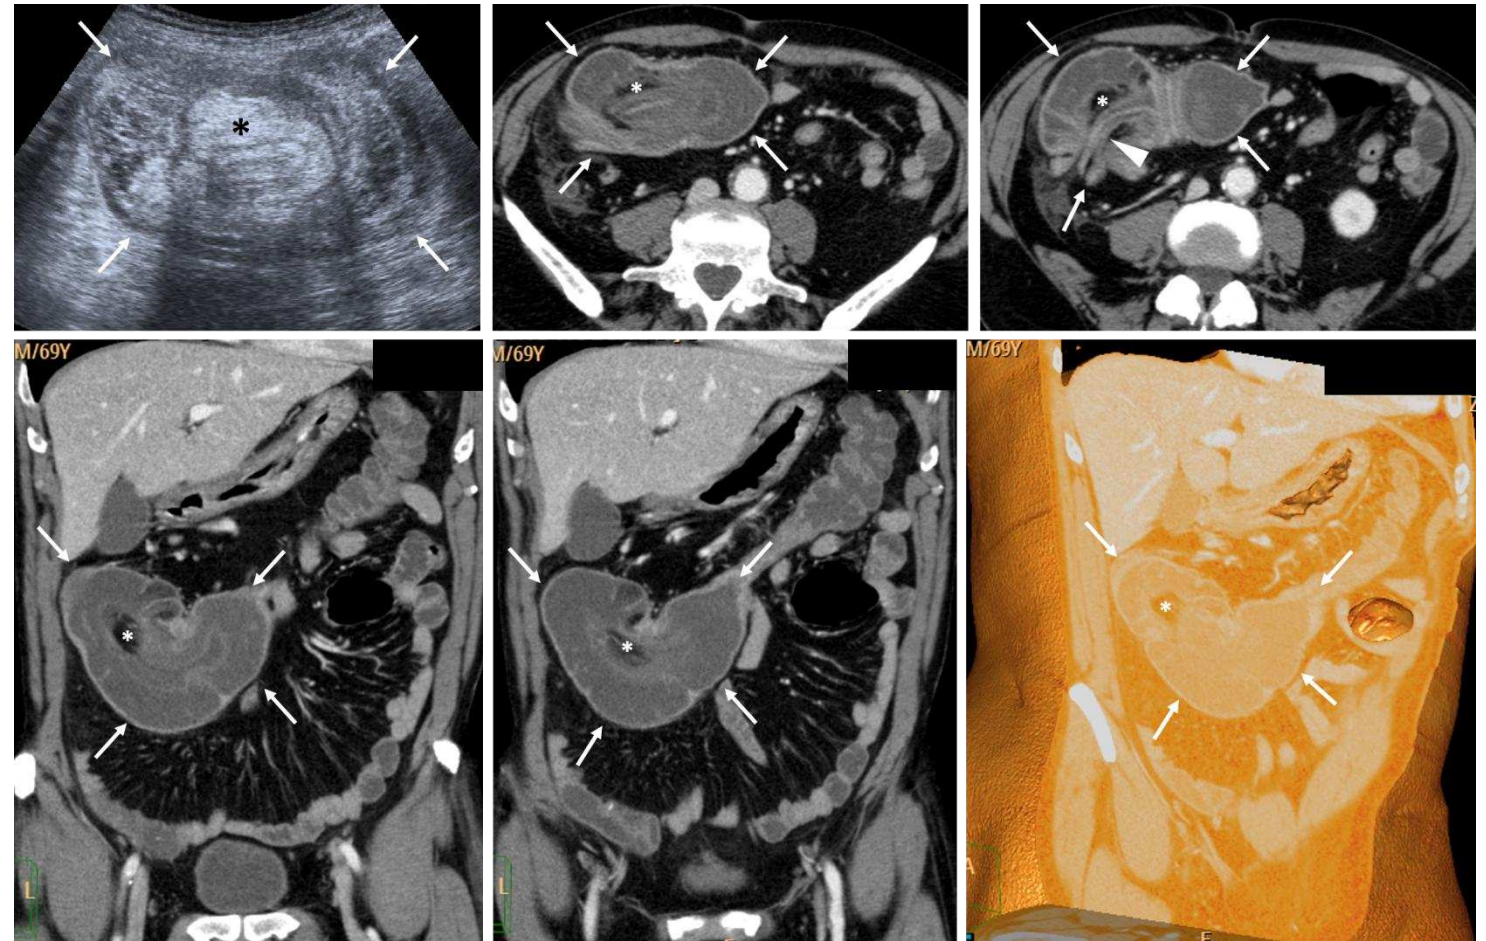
Mucocoele apendicular provocando invaginación ileocólica. Mujer de 69 años con dolor intenso. Extensa invaginación ileocólica (flechas) hasta el colon transverso distal, con la estructura característica en TC y ecografía, con centro ecogénico con atenuación grasa que representa el meso invaginado (*), con contenido hipoatenuante. La cabeza de flecha señala al *intussusceptum*. Aunque no se sospechó prequirúrgicamente, se demostró mucocoele apendicular sin malignidad subyacente actuando como cabeza de invaginación.
